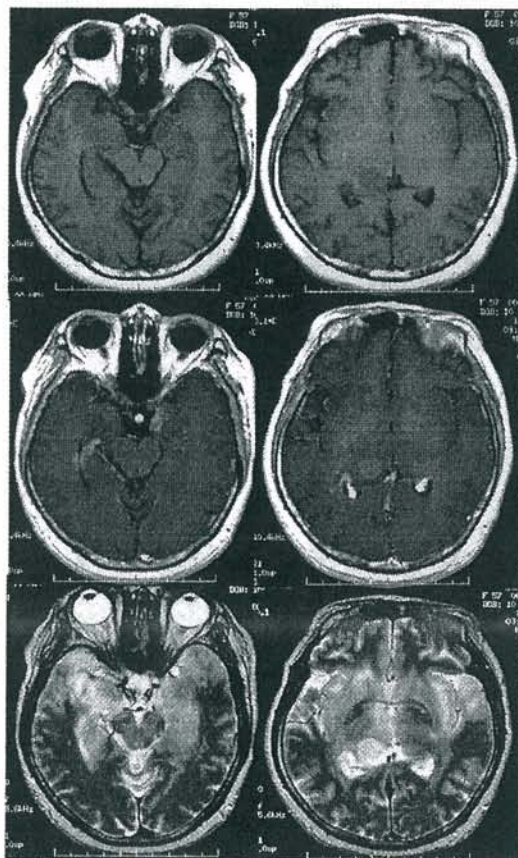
MRI画像 8-11-04 上からT1WI, T1Gd, T2WI
